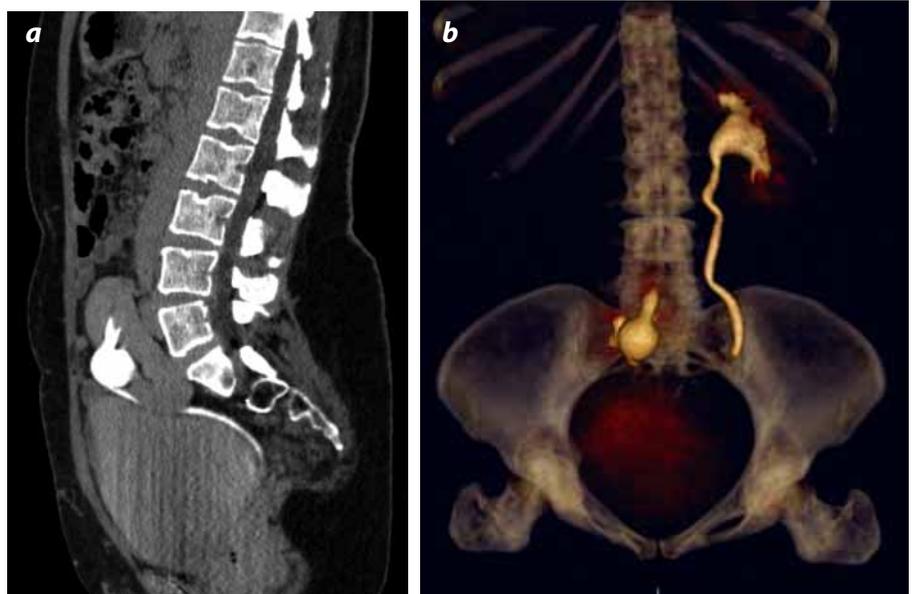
Riñón pélvico: reconstrucción sagital de urotomografía y VR, demuestra riñón derecho de localización pélvica con malrotación.
